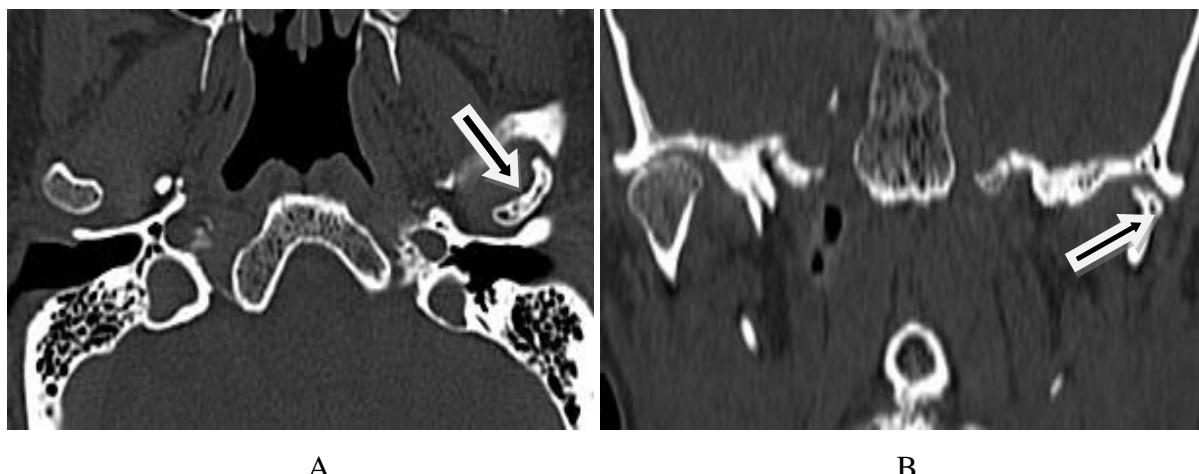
CT snimci TMZ 75 godina stralog pacijenta. A – sagitalna koštana rekostrukcija, pseudocista kondila (strelica), B – koronalna rekostrukcija pseudociste kondila (strelica), iregularno suženje zglobnog prostora, subkortikalne skleroze (glava strelice), C – pseudocista temporalne zglobne površine (strelica), D – rubni osteofit sa remodelovanim kondilom, subkortikalnim pseudocistama temporalne fosse i suženjem zglobnih površina (strelica).
